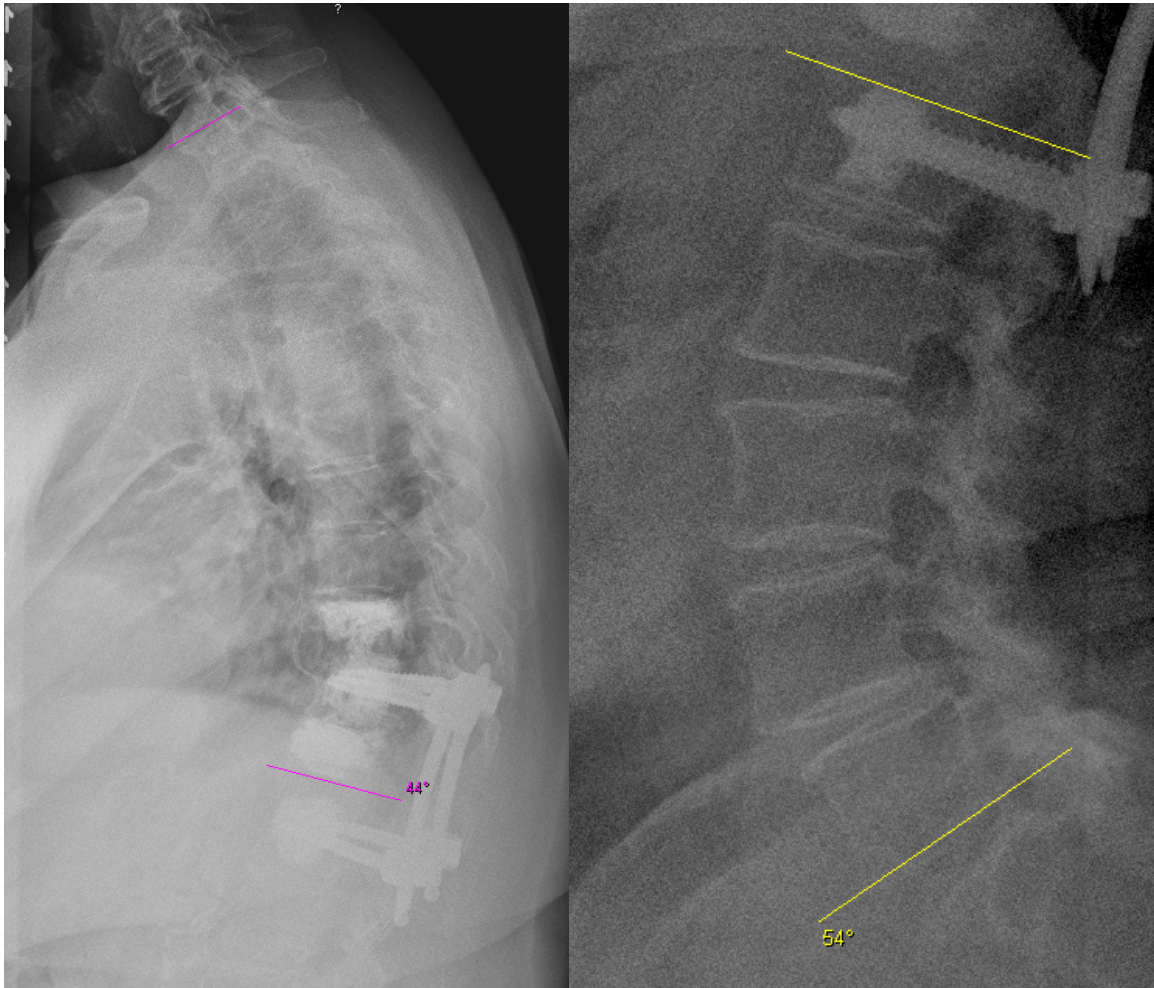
Röntgenbild (seitlich, stehend) einer Patientin mit BWK 12-Fraktur nach Hybridstabilisierung, eingezeichnet ist die thorakale Kyphose (pink, 44°)
